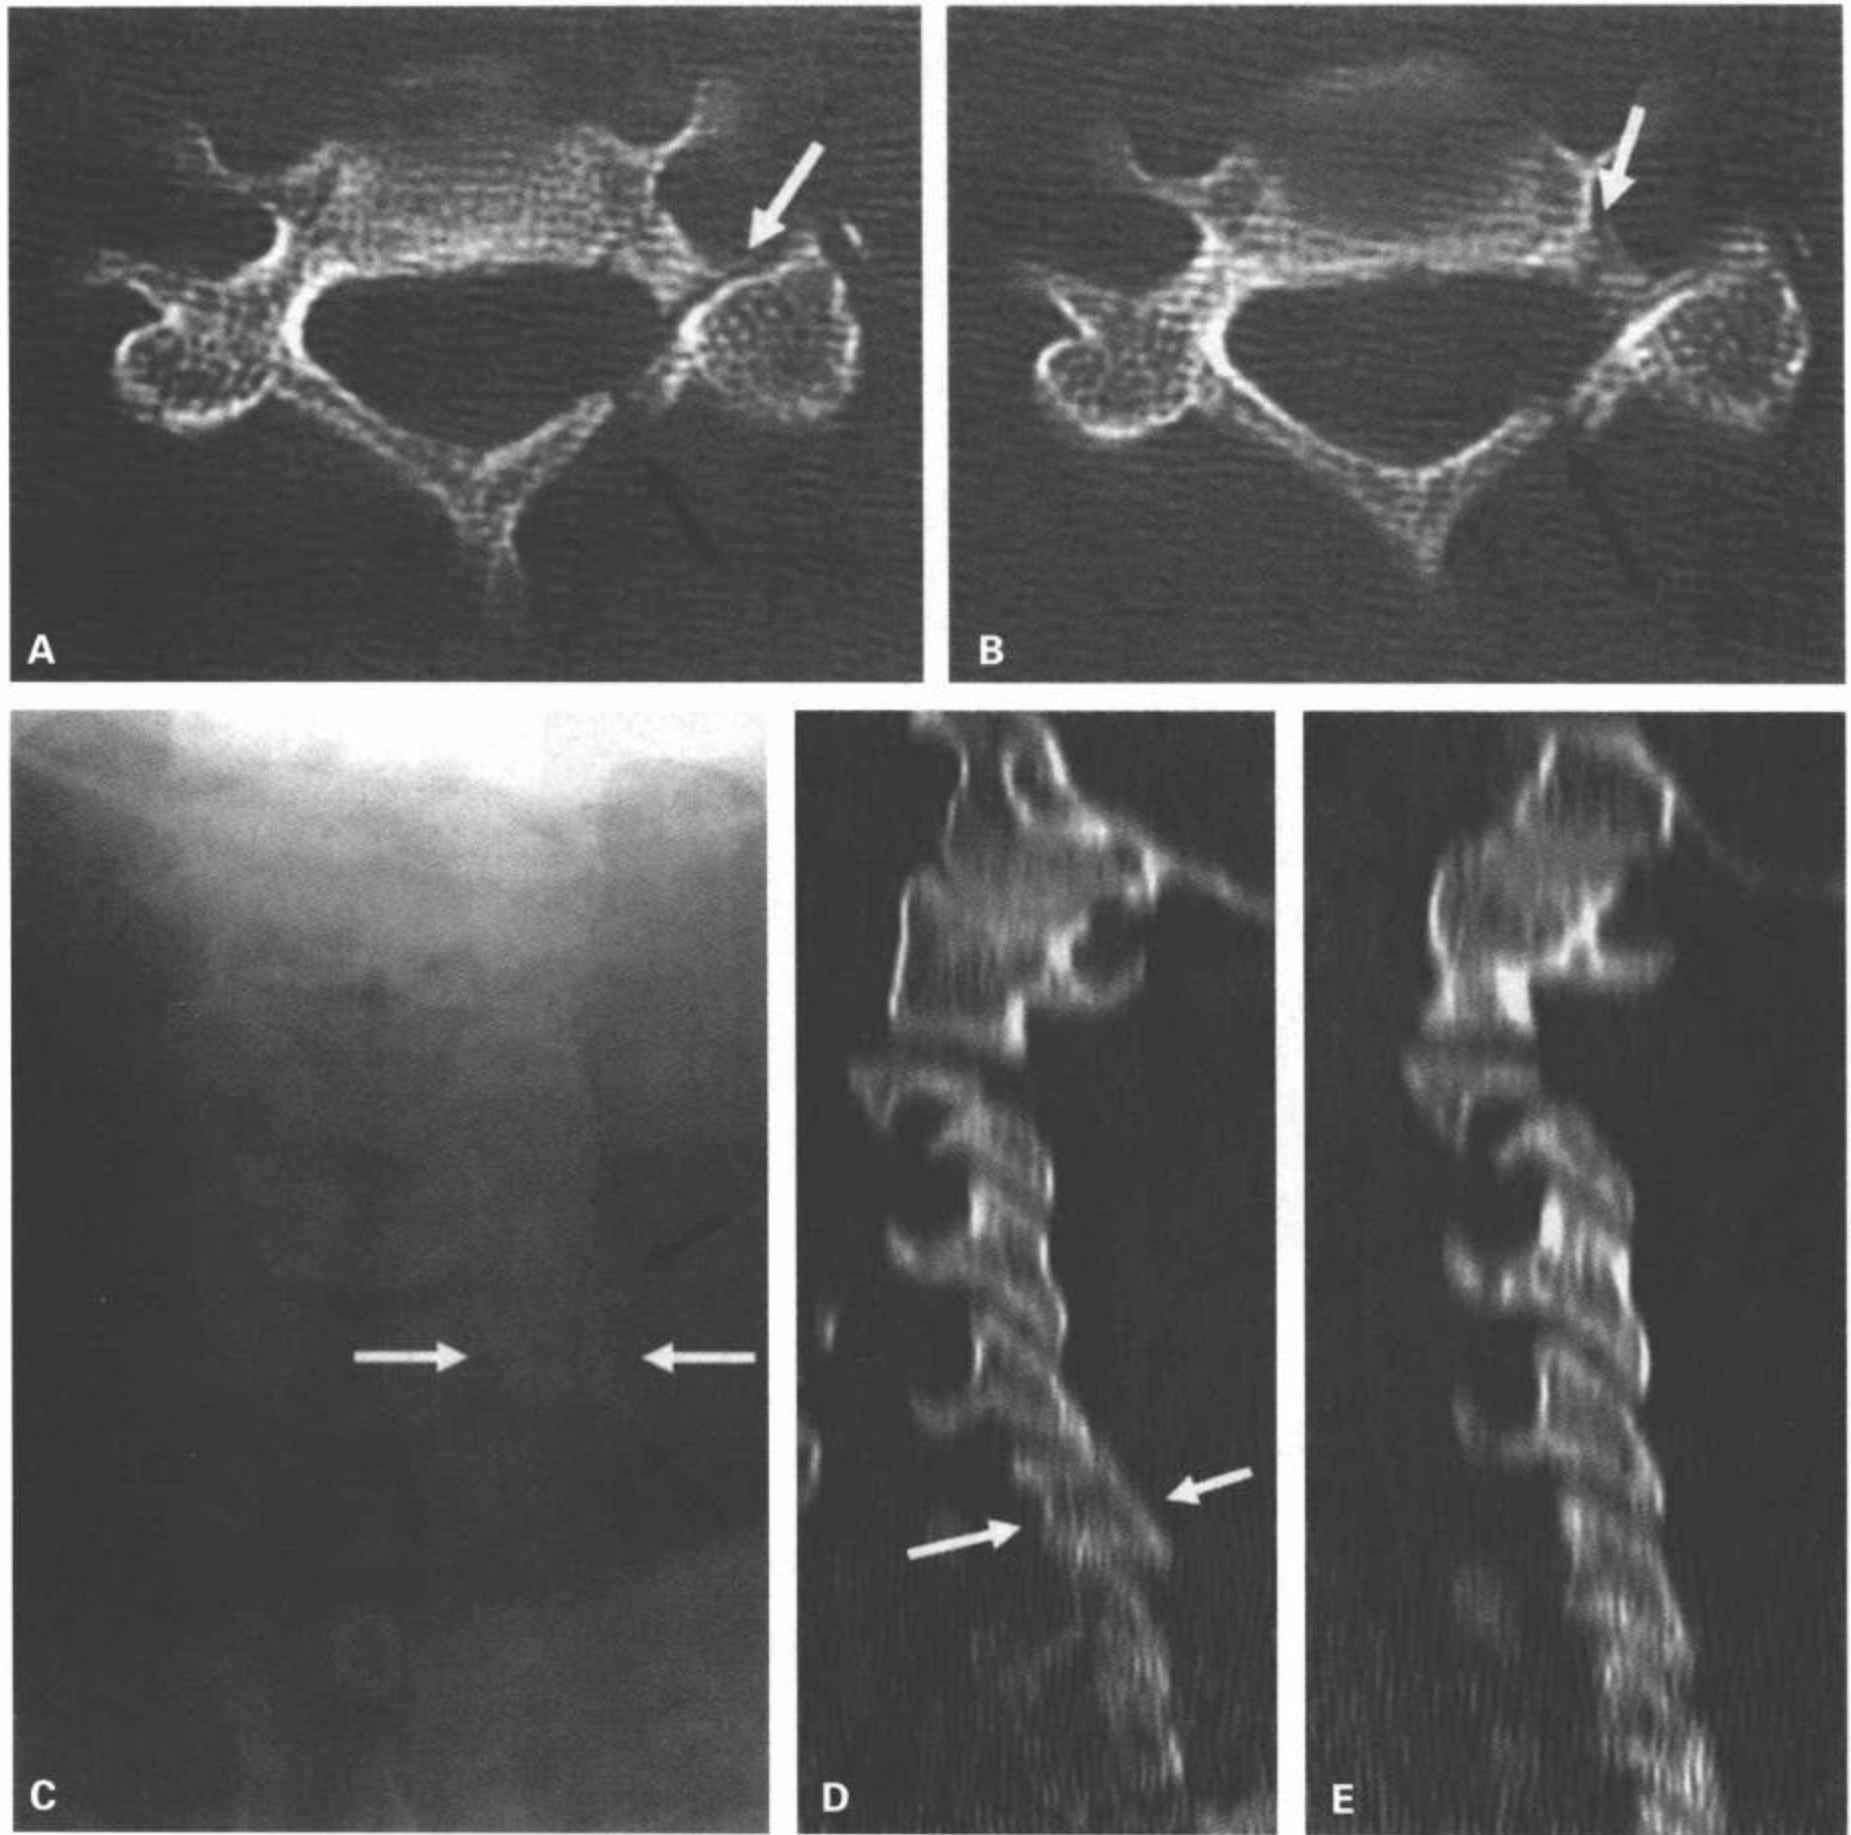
C5 II型椎弓根椎板骨折。A, B: CT横断面图像显示延伸到横突后部的左侧椎弓根骨折(白箭)和左侧椎板骨折(黑箭)。C:前后位平片上, C5左侧关节块旋转(白箭)。旋转的关节块表现为半个蝶形领结(“蝶形领结”征)。另外,可见侧柱内邻近的椎小关节间隙(黑箭)。多平面重组左(D)和右(E)旁矢状面图像。左旁矢状面图像(D)清晰显示C5左侧关节块旋转(白箭)。
